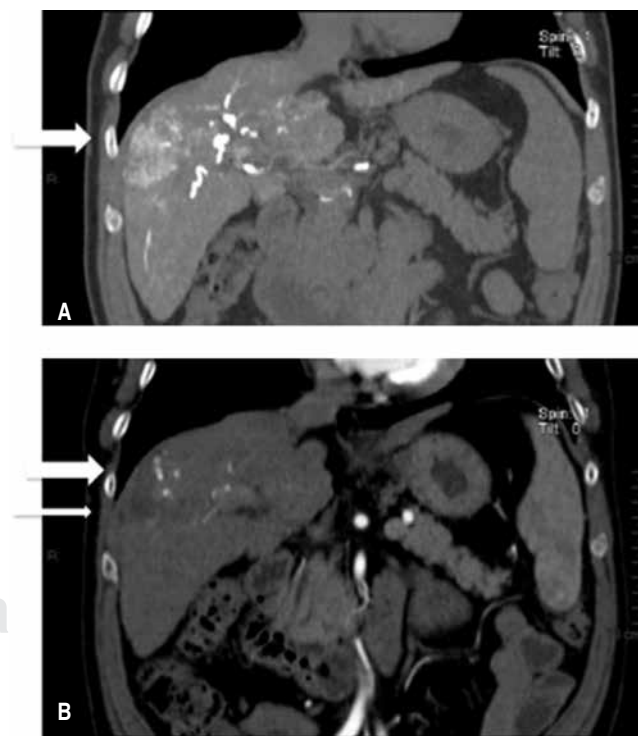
A) TAC demostrando el HCC previo a la embolización. B) TAC un mes posterior a la embolización demostrando áreas necróticas (flecha delgada) y disminución de la vascularidad (flechas gruesas).
